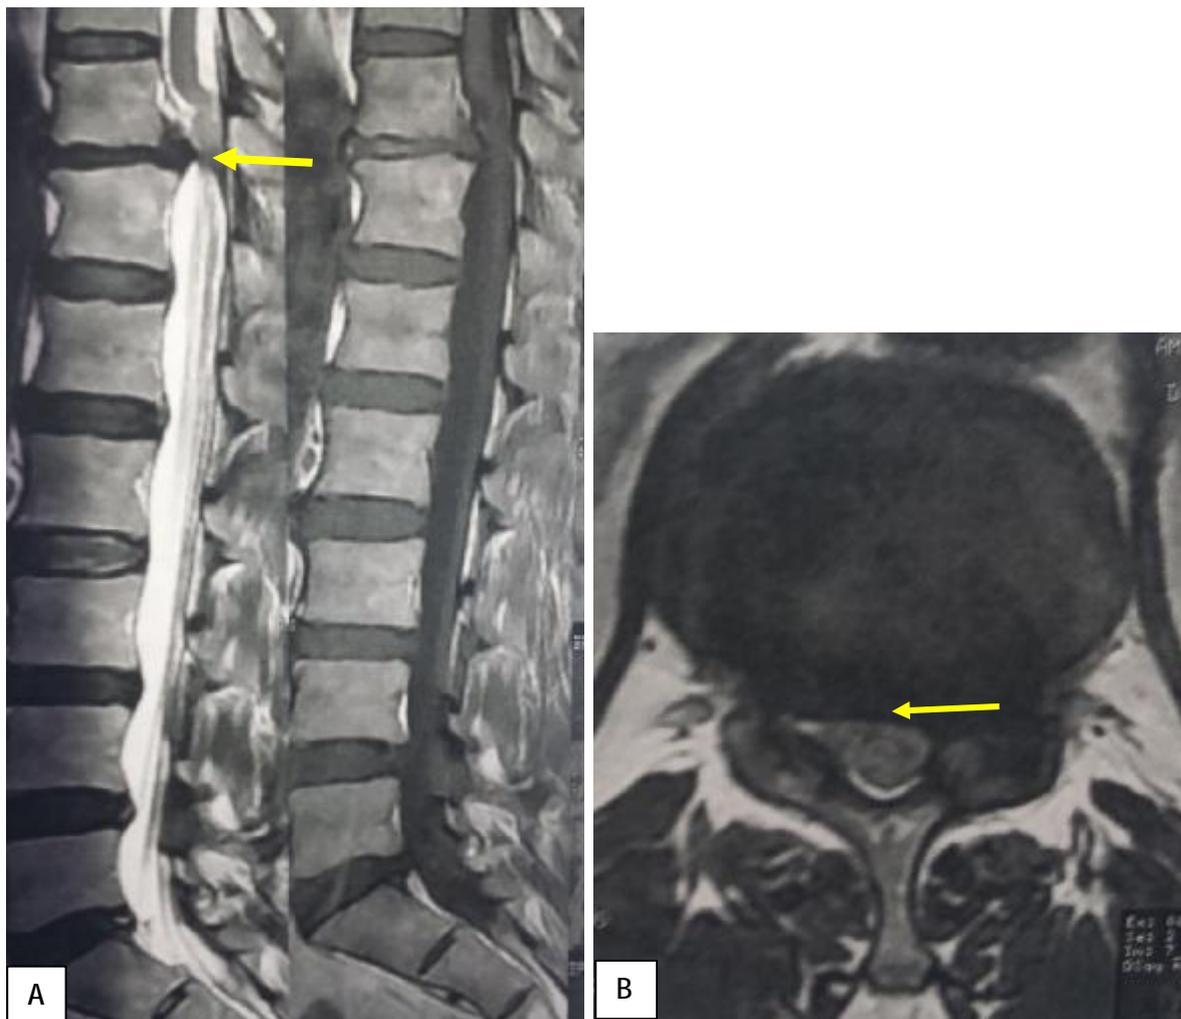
IRM thoraco-lombaire en coupe sagittale séquence T2 (A) et coupe axiale séquence T2 (B) montrant une hernie discale T11 T12 (→) comprimant la moelle épinière a ce niveau
